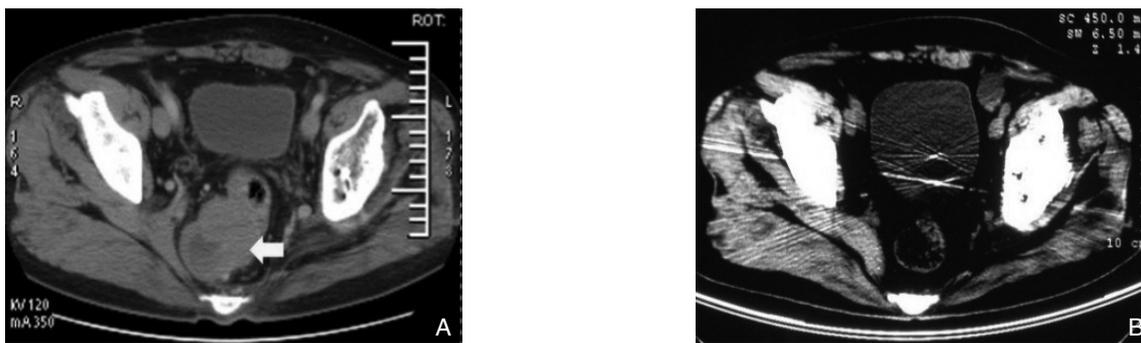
1例60岁男性患者伊马替尼治疗前后CT照片 A:黄色箭头示治疗前直肠GIST,最大直径6cm;B:治疗2个月明显肿瘤显缩小
